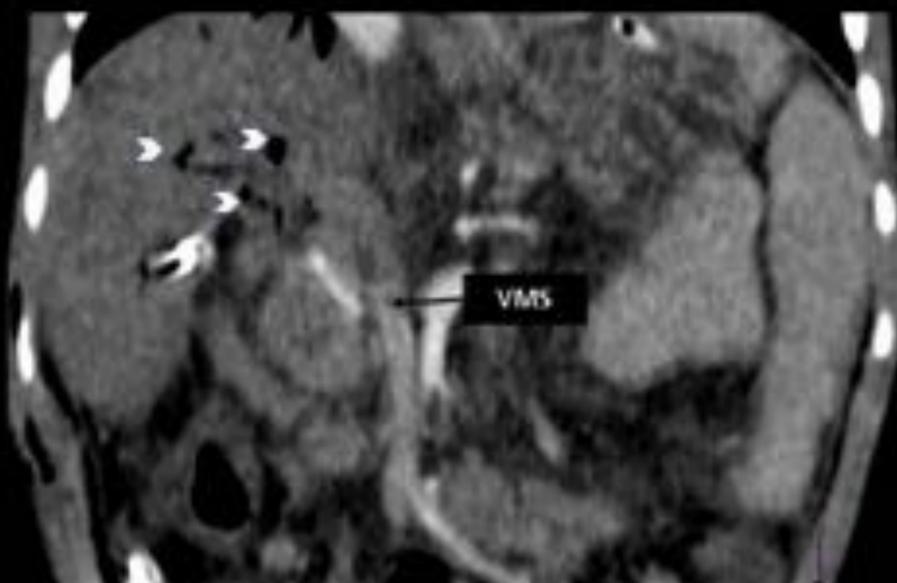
Niño de 4 años. Trasplante hepático realizado hace 5 días. Trombosis de la vena porta y de la vena mesentérica superior (VMS). En la angiografía TC se visualiza defecto de repleción de la vena mesentérica superior con trombosis portal completa y presencia de gas portal intrahepático en el injerto (cabezas de flecha). Esto llevó a fallo del injerto y necesidad de retransplante.
